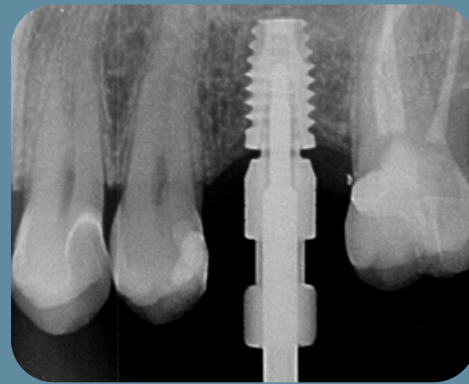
Radiographie de contrôle : hiatus entre les deux pièces.
